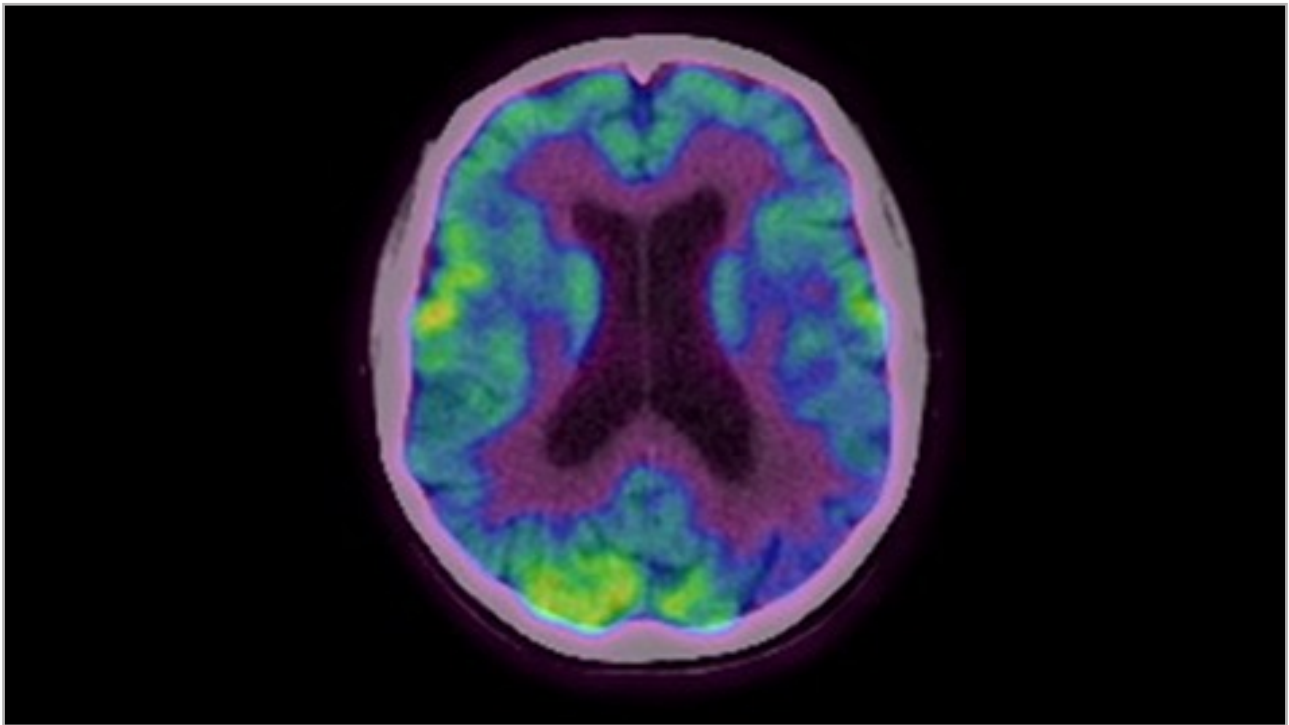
Tomografía por emisión de positrones (PET)-18-F-fluorodesoxiglucosa, corte axial. En la PET-FDG, los colores vivos indican mayor captación del trazador y los colores apagados una menor captación. Se aprecia disminución difusa del metabolismo en la corteza cerebral, mayor en la región parietotemporal bilateral, especialmente la izquierda, con preservación de la actividad del radiotrazador en la corteza motora y el lóbulo occipital. También se aprecia menor actividad de la glucosa marcada en la corteza cingulada posterior. Conclusión: estudio sugestivo de hipometabolismo cerebral.
